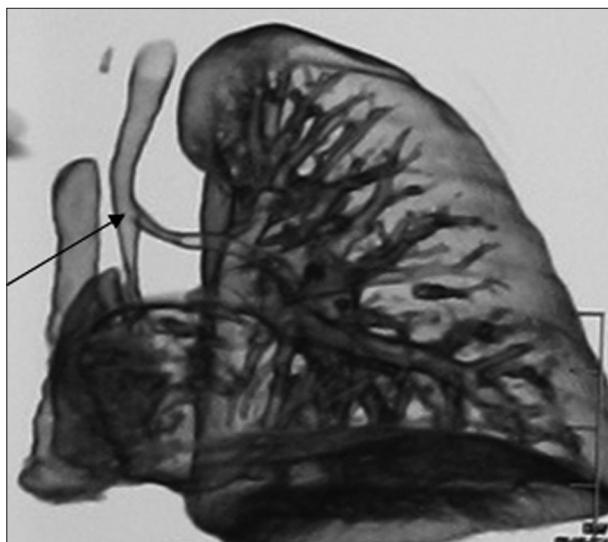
CT pulmonar cu reconstrucții MPR și virtuale. Bifurcația traheii în bronhia stângă și dreaptă. Bronhia principală dreaptă, amplasată în hemitoracele stâng.
